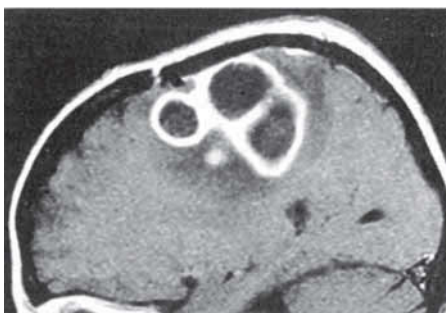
МРТ, сагиттальный срез. Многокамерный абсцесс мозга. Отмечается характерное снижение интенсивности сигнала в центре и его усиление по периферии очагов после в/в введения контрастного вещества (препарат гадолиния). Выявляется окружающая зона отека (гипоинтенсивная тень)
